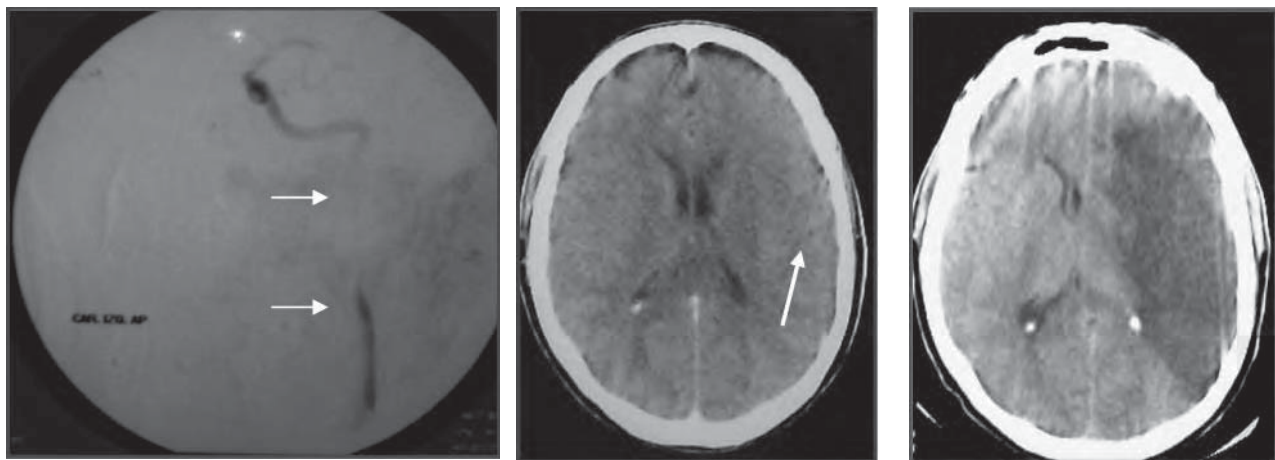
/24.- Paciente de 34 años de edad con dolor en la hemicara izquierda, Horner homolateral y hemiparesia derecha densa. Disección de la carótida izquierda. Área de isquemia incipiente en la TAC de cráneo en el momento del ingreso y área de isquemia evidente a las 72 horas
